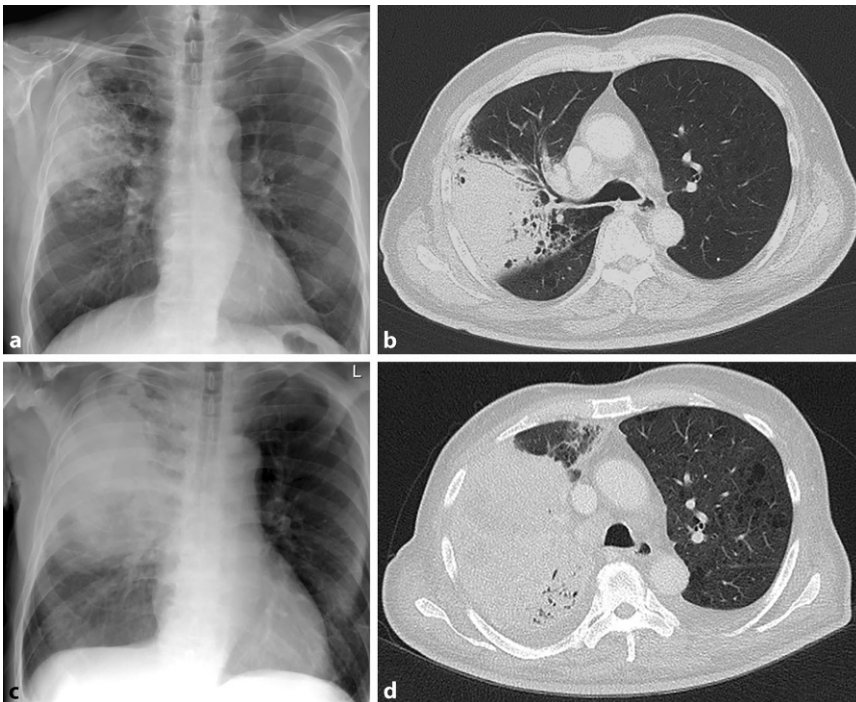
▲ Röntgen und CT des Thorax bei Aufnahme (a, b) und nach dem ersten Zyklus Chemotherapie (c, d). Initial (a, b) zeigte sich eine flächige Verschattung mit positivem Bronchoaerogramm im rechten Oberfeld. Nach Therapieeinleitung zeigte sich eine deutliche Zunahme der flächigen Konsolidierung mit beidseitigen Pleuraergüssen (c, d)
